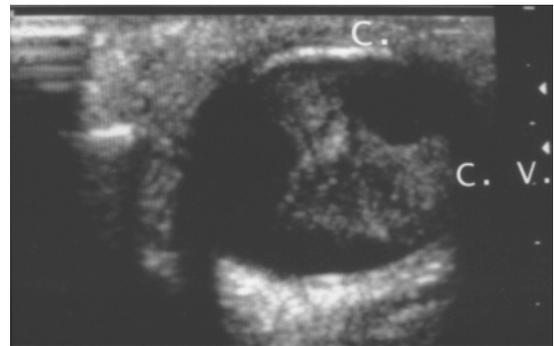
Ecografía ocular modo b
